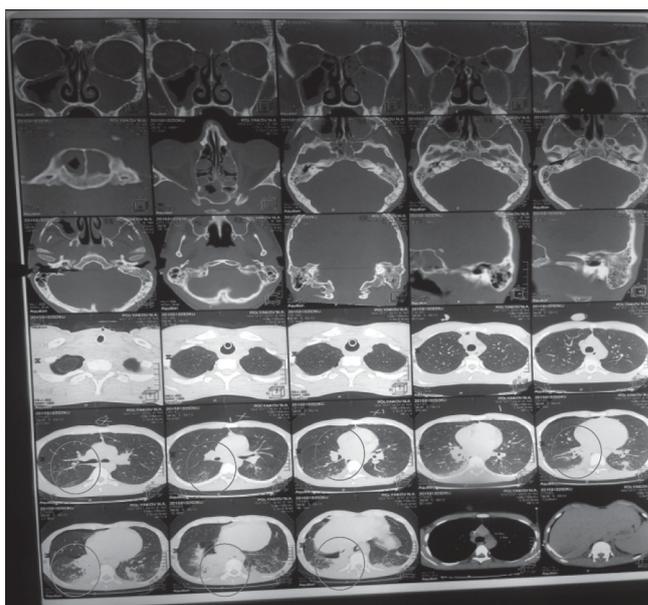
СКТ органов грудной полости от 02.01.2015 г.
